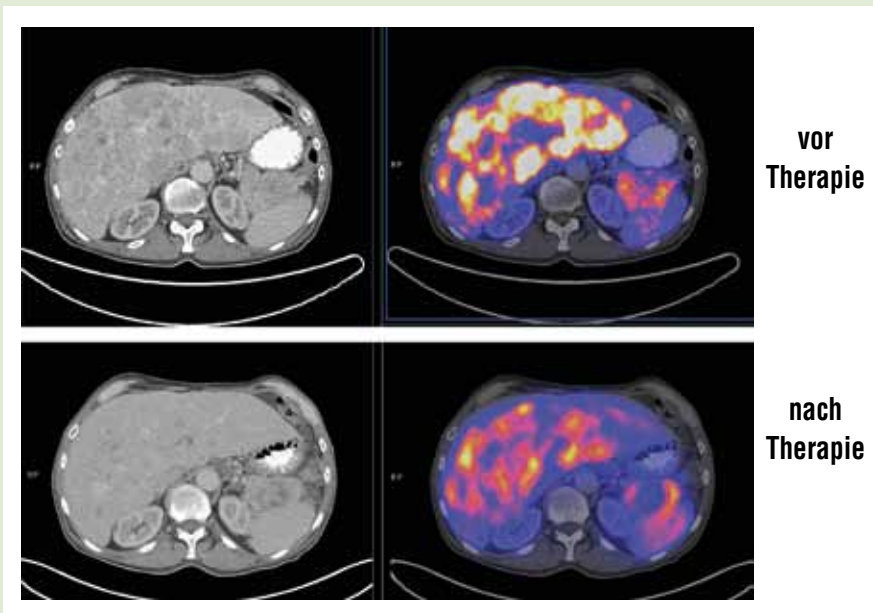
Links CT-Bilder der Leber, rechts SPECT/CT-Fusionsbilder dieses Organs. Obere Reihe vor Radiorezeptorthherapie, untere nach zweimaliger Behandlung. Die Radiorezeptorthherapie hat die Tumorerde deutlich verkleinert.
